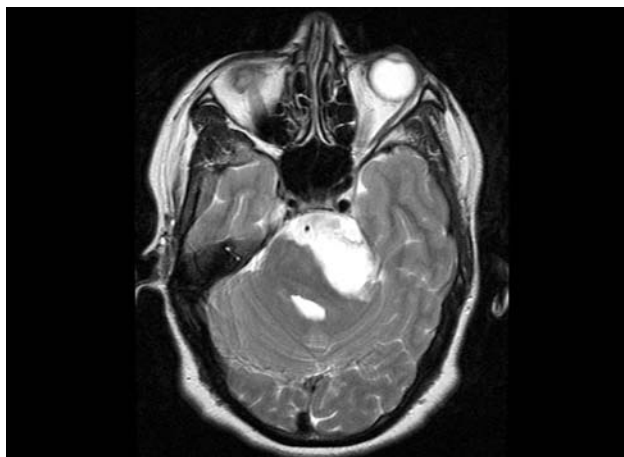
RM FSE T2 axial. La masa es hiperintensa, con una intensidad de señal similar al líquido cefaloraquídeo, heterogénea.
